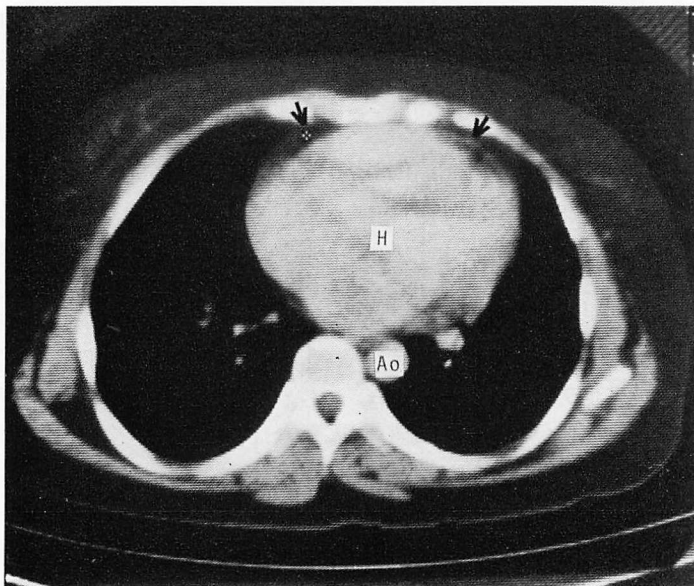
Computed tomogram of a patient with pericardial fat.
